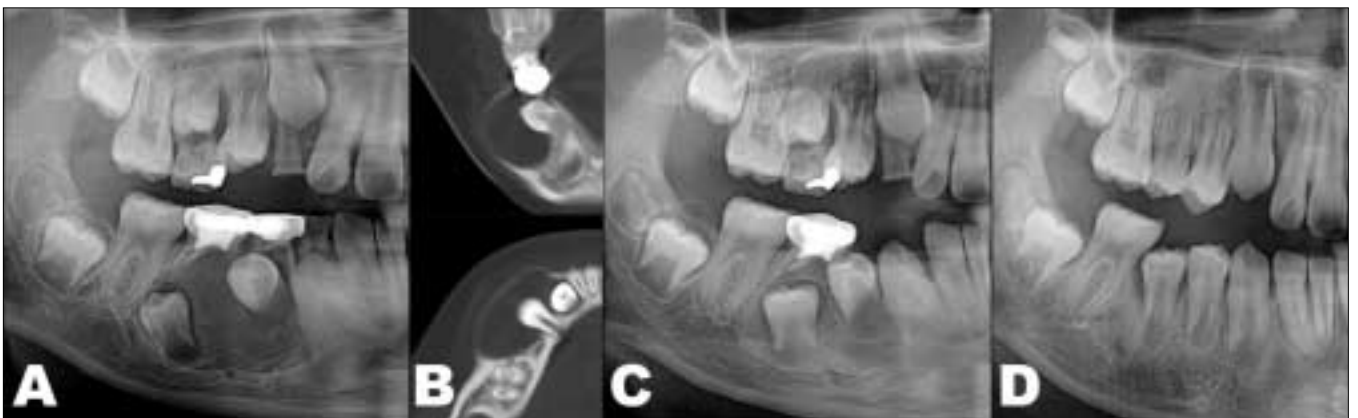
(A) Preoperative panoramic radiogram (B) Preoperative CT (C) 5M after decompression (D) 12M after decompression
